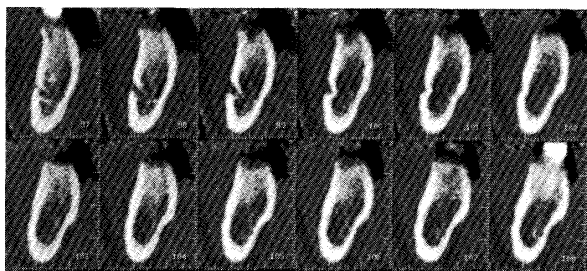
The example for dental CT. In this case, there is enough bone width and length for the implantation at the cross section of No.103
